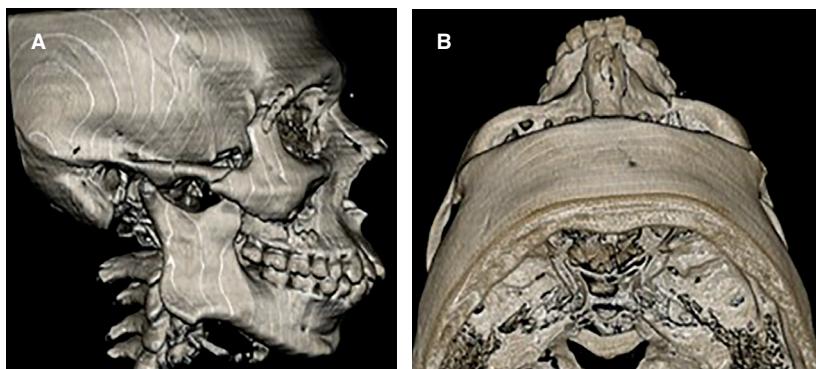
Cortes transversales de tomografía axial computarizada maxilofacial. A) Fractura de pared anterior-posterolateral de seno maxilar derecho. B) Fractura de arco cigomático derecho.
